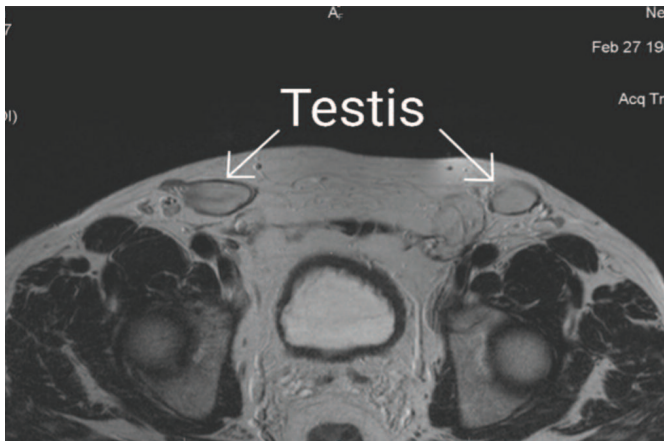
МРТ, поперечный срез. Яички определяются в проекции паховых каналов
